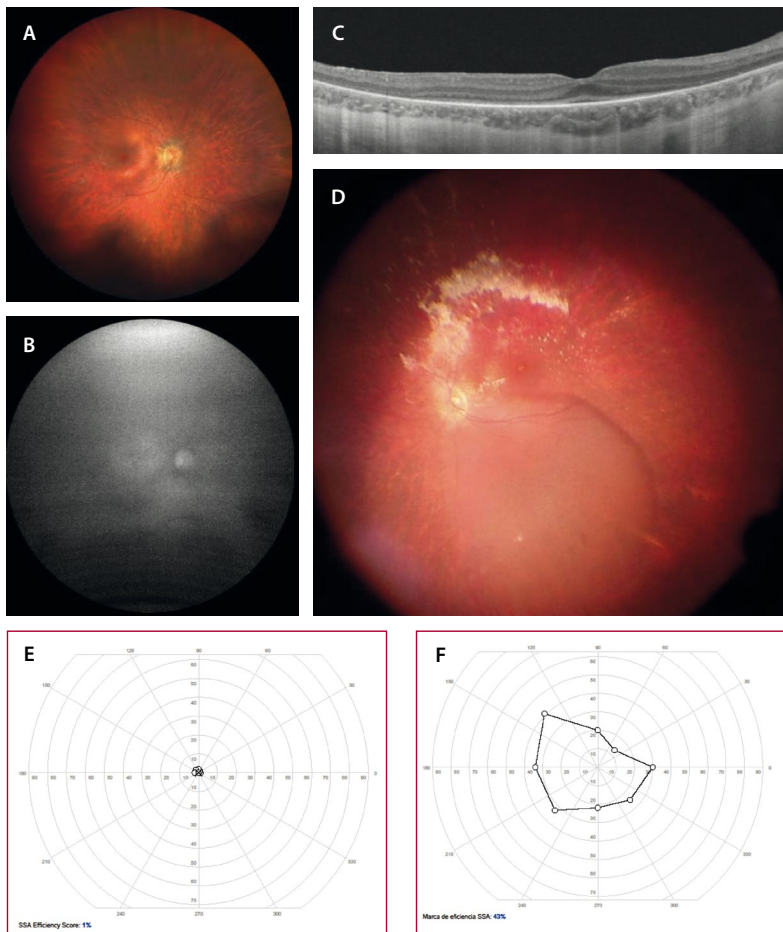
Amaurosis congénita de Leber. Mujer de 28 años diagnosticada de amaurosis congénita de Leber con variante patogénica bialélica en el gen *RPE65*. A) En la retinografía se detecta una leve atrofia coriorretiniana difusa (más acusada a nivel parafoveal nasal), pero lo más característico es la hipoauflorescencia generalizada que presenta (B). C) La tomografía de coherencia óptica muestra una pérdida de las capas externas parafoveales con una preservación foveal y perifoveal. D) En la retinografía intraoperatoria se detecta la ampolla subretiniana que se ha generado en la arcada temporal superior (imagen invertida) para la inyección de voretigene neparvovec. E y F) Campimetría cinética de la paciente anterior. E) Pretratamiento donde se preserva un mínimo islote central de campo visual. F) Postratamiento donde se constata una notable mejoría del campo visual central.
